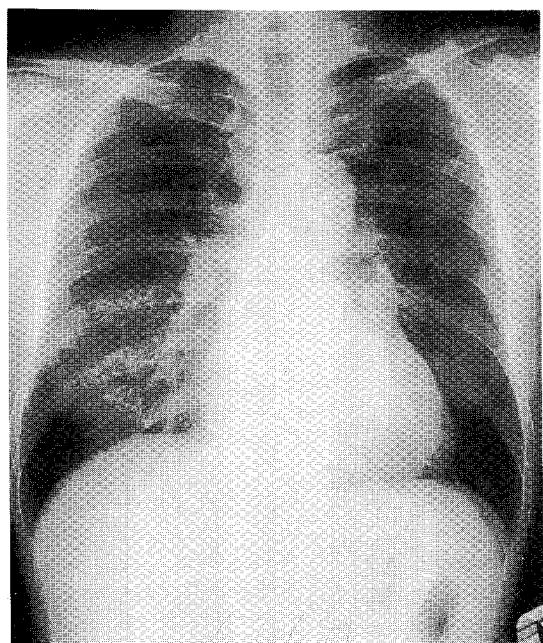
B. Chest X-ray taken 4 month after right side whole lung lavage shows partially improvement of infiltration.
